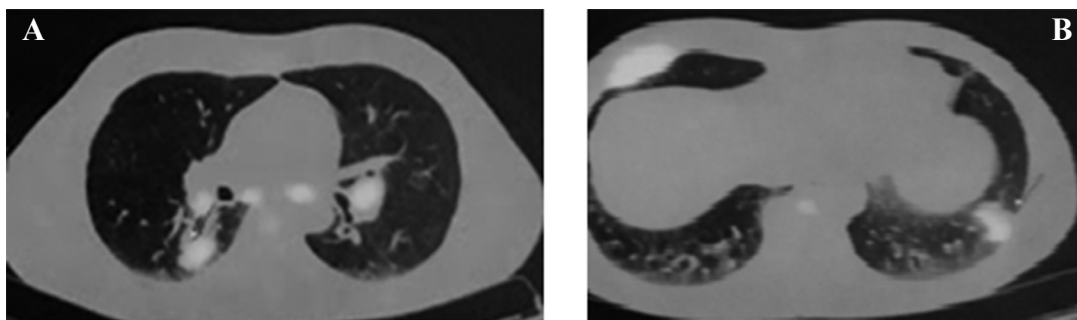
A. PET-TC: imágenes pseudonodulares hipermetabólicas de márgenes irregulares (SUV 9.5), compromiso pleuro-parietal derecho, adenopatías en mediastino. B. Infiltrado alveolar actividad metabólica
